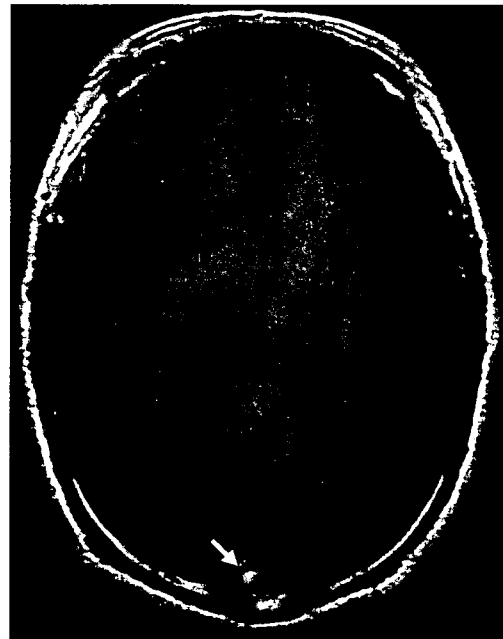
上矢状静脈洞血栓症 (MRI T1 強調画像)
